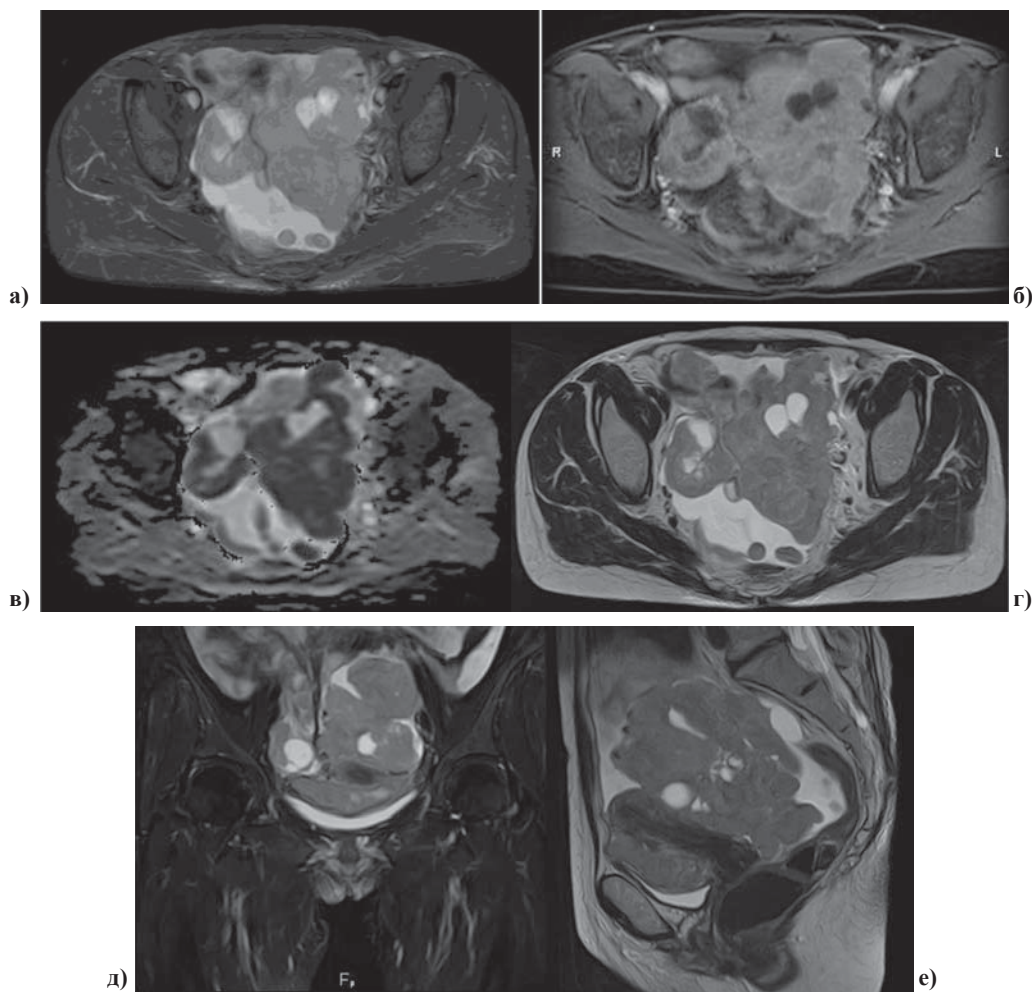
МРТ малого таза.
